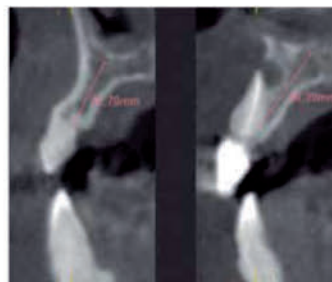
Sección tomografía correspondiente a los dientes 53 y 11. Presencia de lesión apical en diente 11 y reabsorción radicular en diente 53.
